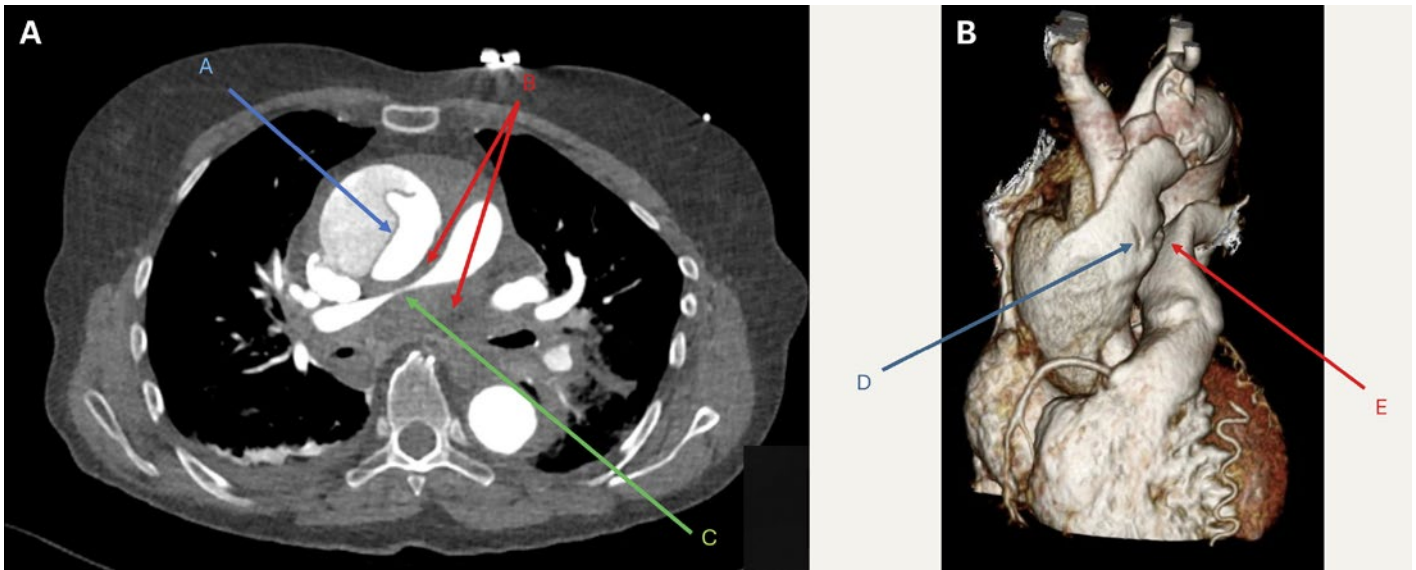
Computertomographisches Angiogramm (Angio-CT); Axialebene (A) und 3-D-Rekonstruktion der Aorta (B). Im Axialschnitt (A) Aorta ascendens mit Dissektionsmembran [A], ausgedehntem mediastinalen Hämatom [B] und Kompression der rechten Pulmonalarterie [C]. Auch in der dreidimensionalen Rekonstruktion (B) fallen die erweiterte und dissezierte Aorta ascendens [D] sowie eine angedeutete Einengung der Arteria pulmonalis dextra [E] auf.
